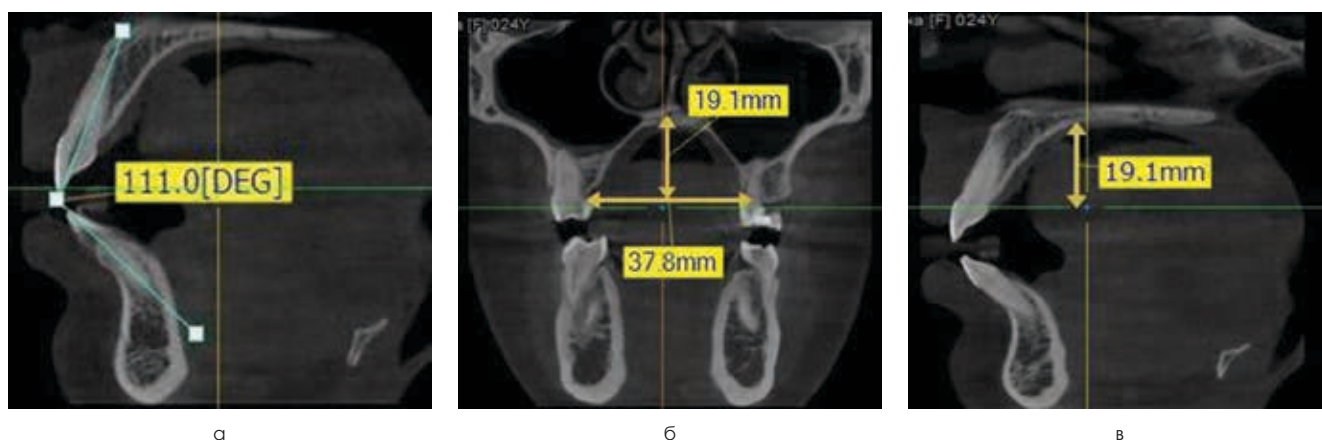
Ориентиры и результаты измерения межрезцового угла (а), свода твердого нёба на трансверсальном (б) и сагитальном (в) срезах конусно-лучевых компьютерных томограмм
